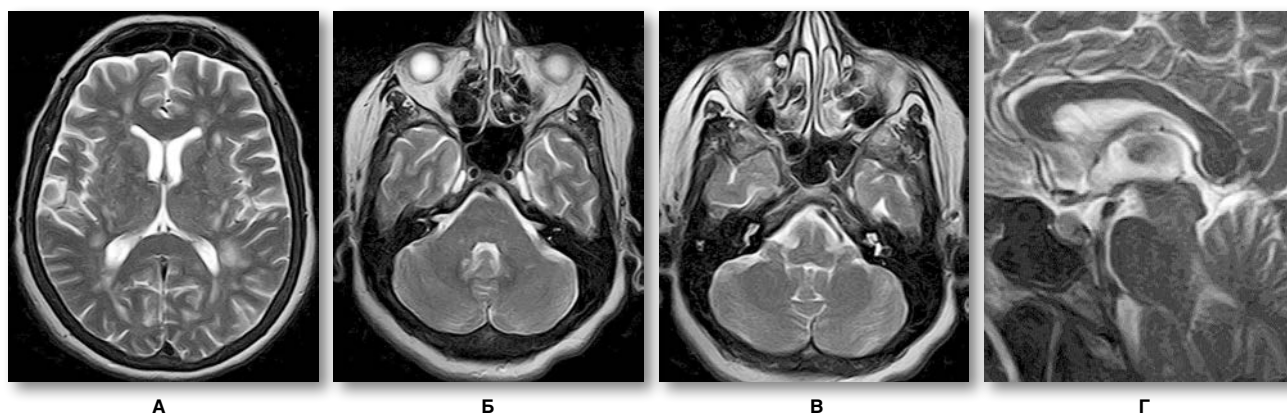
МРТ-зображення головного мозку пацієнта з ГРЕМ у режимі T2, що демонструють відносну інтактність мозолистого тіла (А), стовбура мозку (Б), середніх мозочкових ніжок (В) і мозочка (Г)
